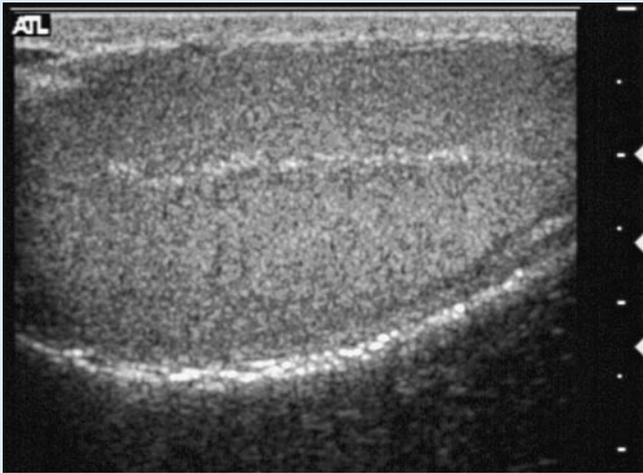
▲ Normaler Hoden eines 38-jährigen Mannes: Im sonographischen Längsschnitt ist das Mediastinum testis als ein echogenes, den Hoden quer durchlaufendes, lineares Band zu erkennen. Die meisten benignen zystischen Raumforderungen des Hodens sind dieser Struktur adhären
